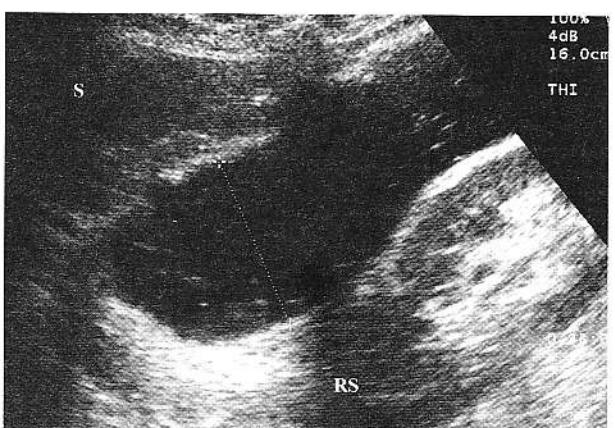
Aspectul normal la explorarea hidrosonografică a colonului – flexura stângă (RS – rinichi stâng; S – splină).
